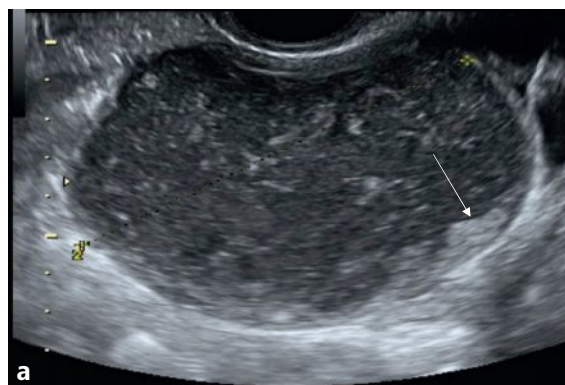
a–d Kyste ovarien gauche majoritairement hypoéchogène, à contenu épais, à trame grossière, avec renforcement postérieur (a), de 89 × 82 × 78 mm soit 301 mL, et avasculaire en Doppler couleur (b, c), avec de nombreux nodules fortement hyperéchogènes, source d'une atténuation postérieure (flèches en a, b et c).
